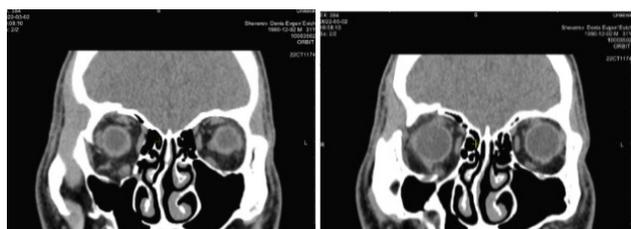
Компьютерная томография орбит до операции.
